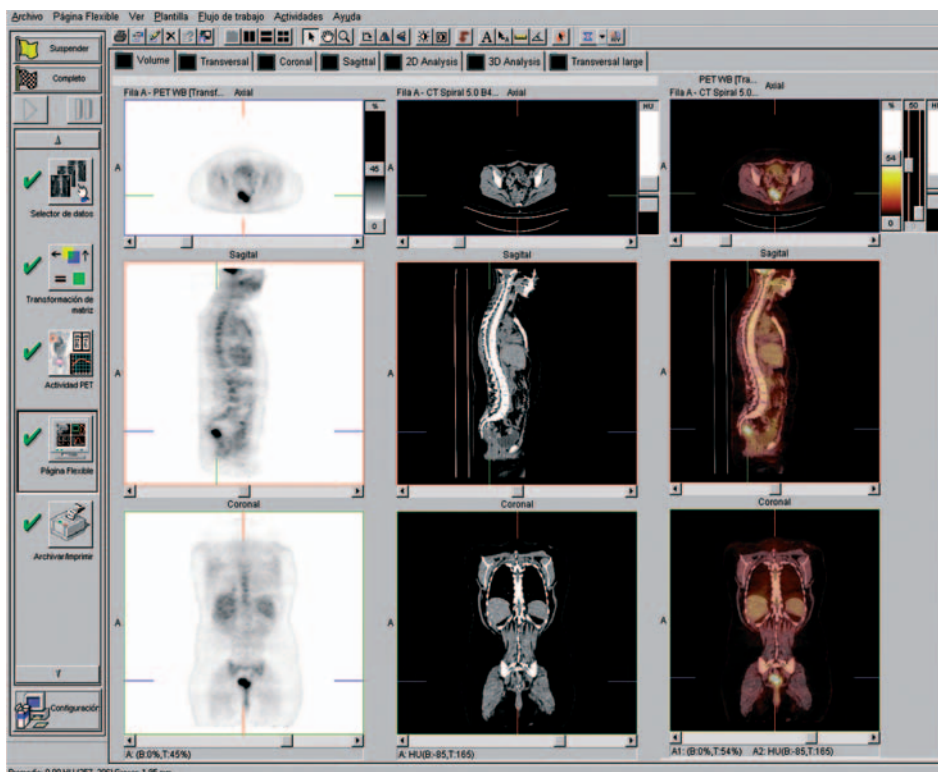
Análisis simultáneo de las imágenes PET, TAC y de fusión, en los tres ejes.
